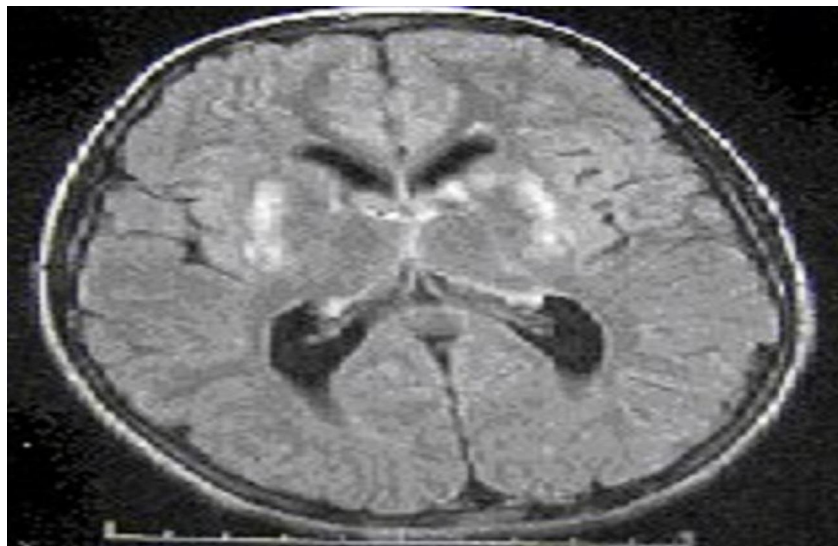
IRM d'un patient montrant un hyper signal Flair des 2 putamens.
